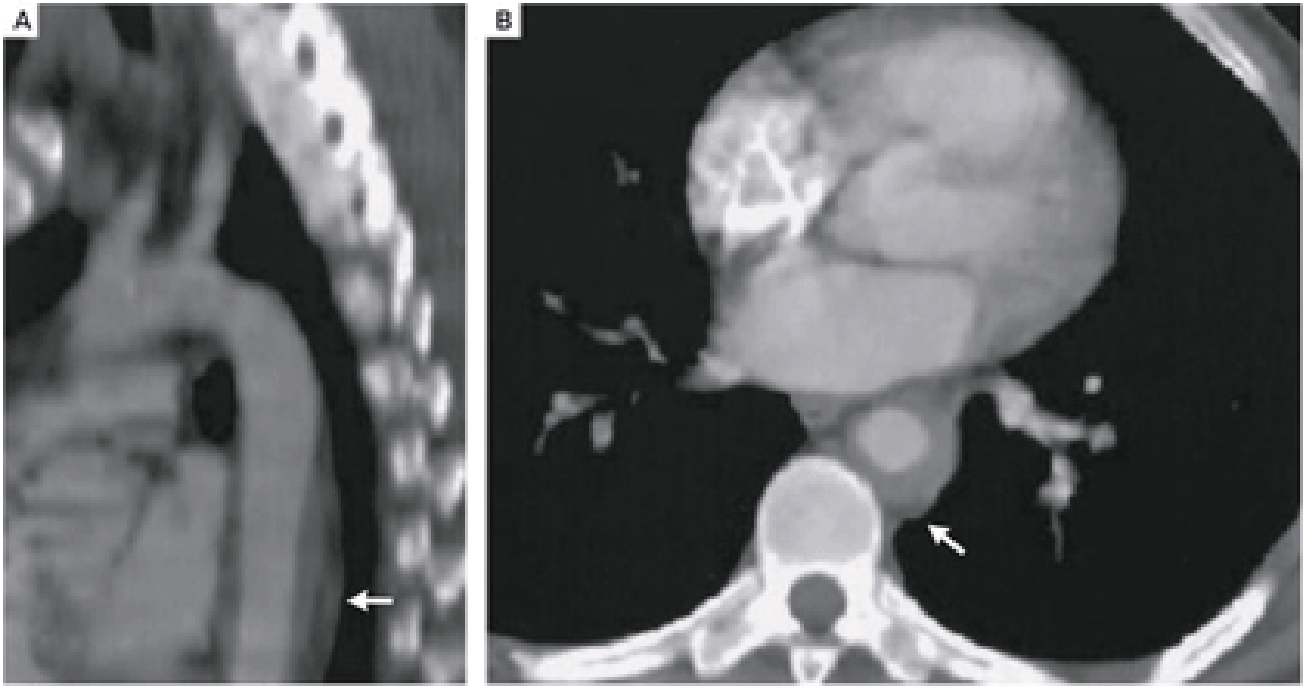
CT Angiogram of the Descending Thoracic Aorta. Sagittal(Panel A)and axial(Panel B)show circumferential soft-tissue thickening around the aorta(arrow in each panel) .
